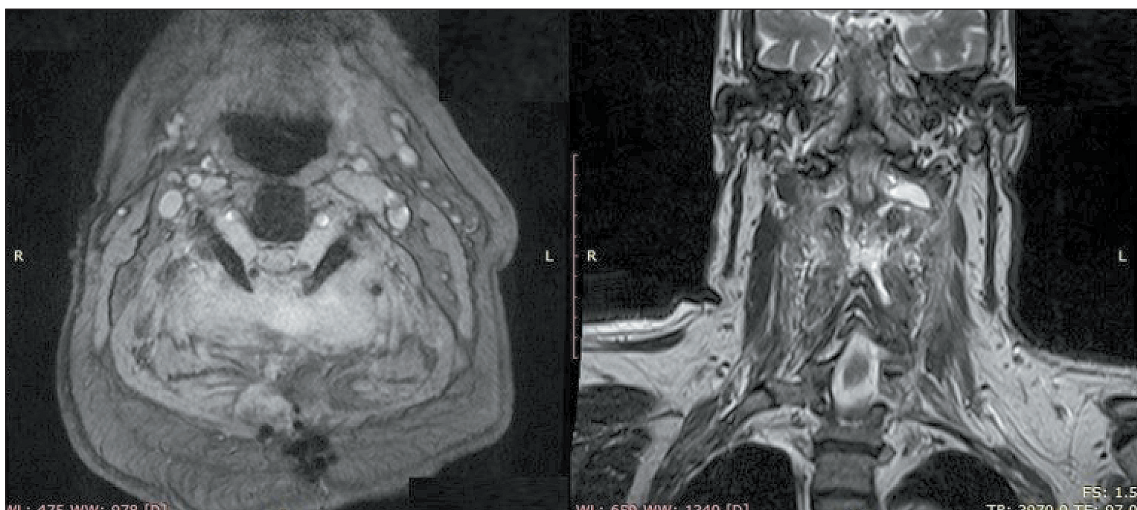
МРТ, на послеоперационных T2 axial, frontal отмечается резекция дуг и остистых отростков C1–III; в паравертебральных мягких тканях на этом уровне участки отека, интрадуральные и экстрадуральные части опухоли полностью удалены
